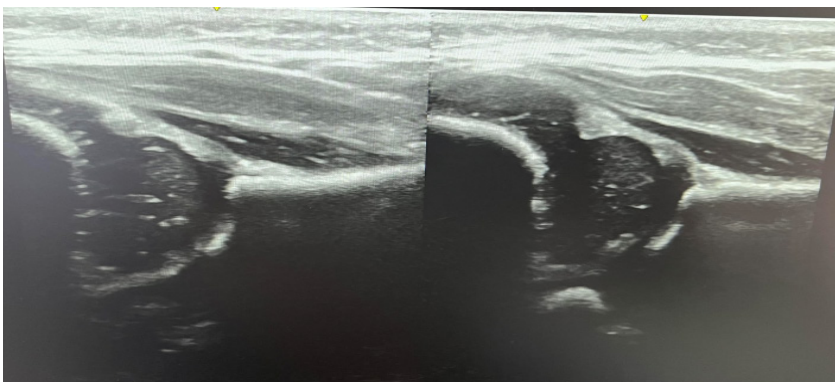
Ultrasonografia e kërdhokullave sipas Graf.
